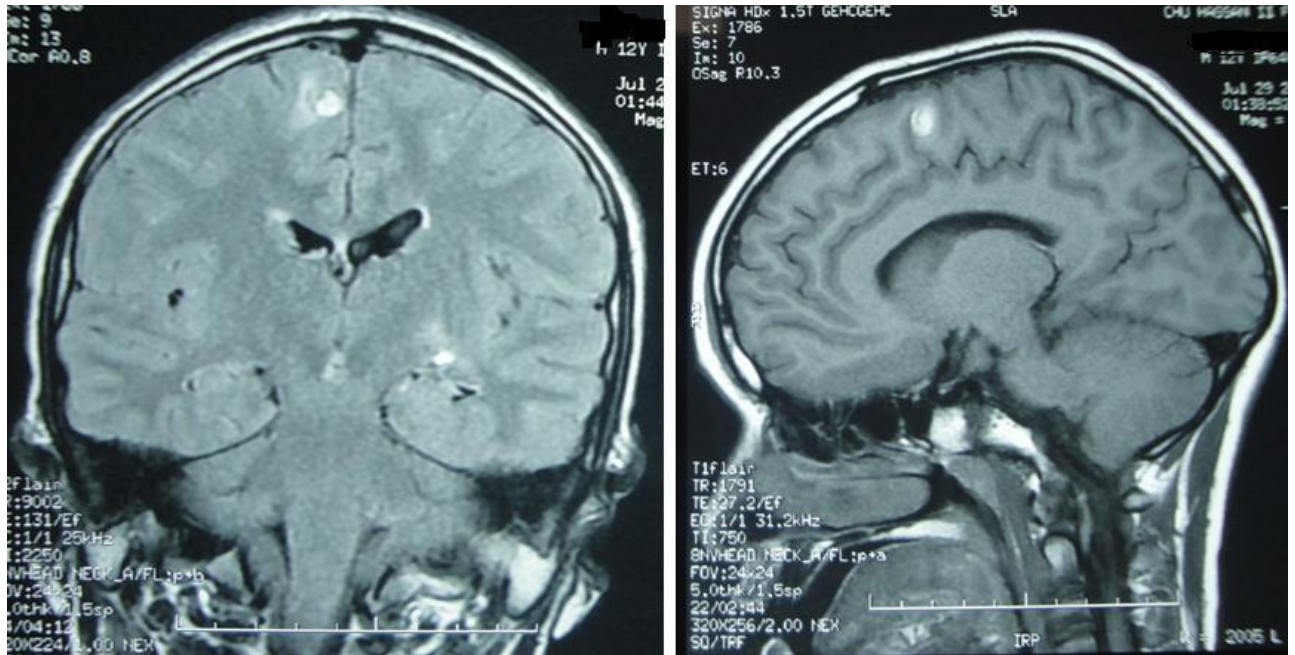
Images d'IRM montrant un foyer de contusion hémorragique para-sagittal droit.
